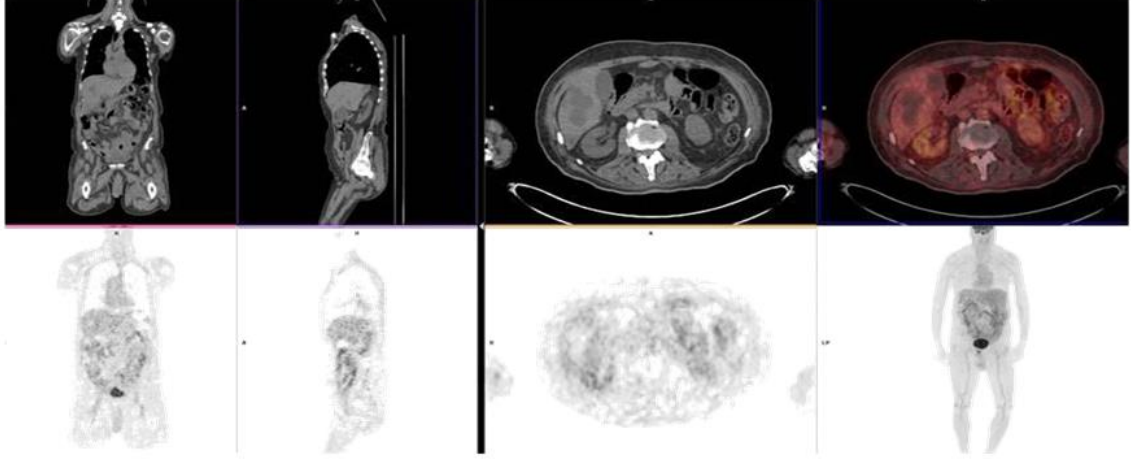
FDG uptake is not seen in metastatic lesions. PET CT was performed 3 months after the imatinib therapy
